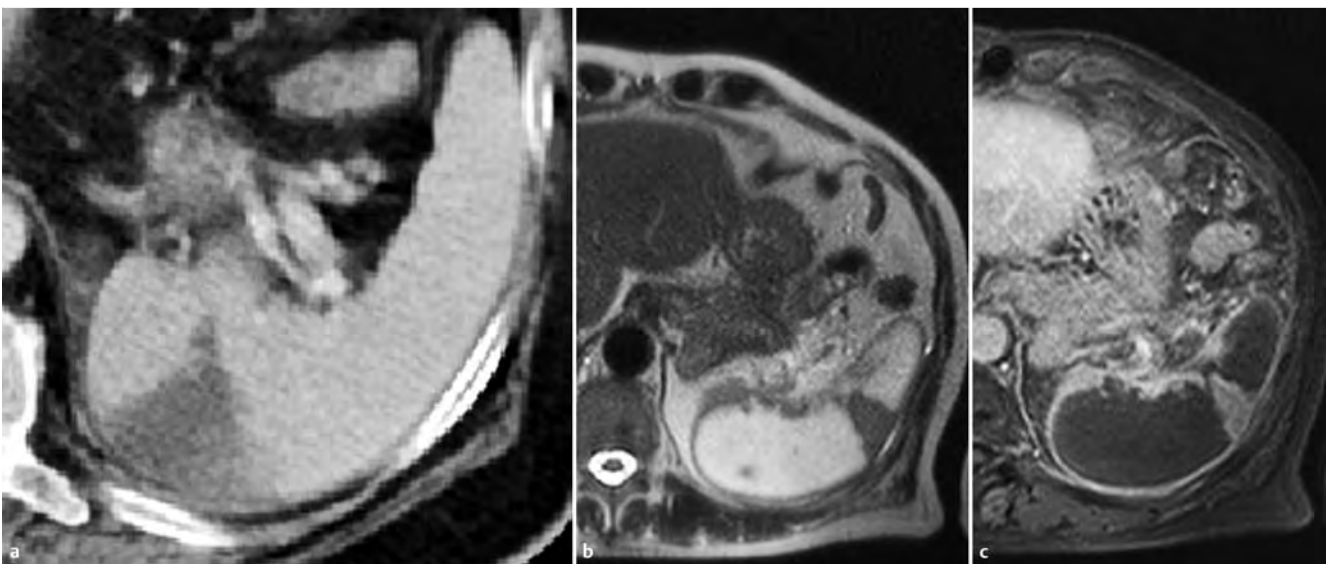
Milzinfarkt. a CT mit einer sektorförmig konfigurierten hypodensen Infarktzone. b T2w MRT bei einem anderen Patienten mit einer ausgedehnten Milzinfarzierung. Lediglich ein kleines, keilförmiges Areal ist noch erhalten. c Nach Kontrastmittelgabe reichern das erhaltene Milzparenchym und die Organkapsel an.
